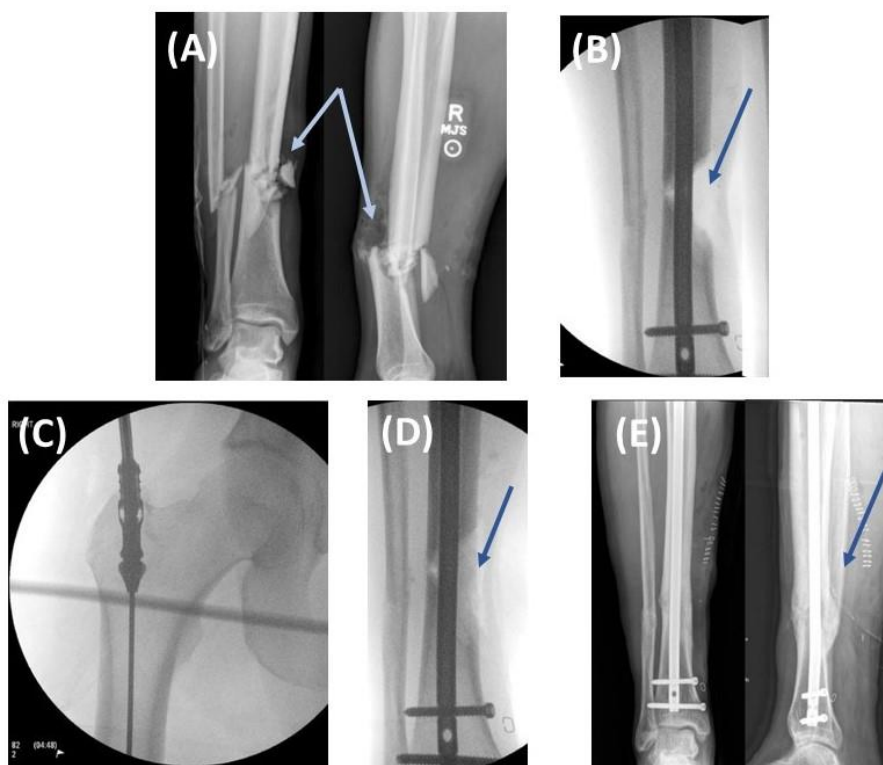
Utilización de un injerto óseo autólogo para rellenar un defecto tibial tras producirse falta de unión ósea resultante de un mecanismo de fijación ósea (A) Radiografías anteroposterior y lateral de la tibia derecha de un varón de 30 años tras un accidente de moto señalado con flechas azules. (B) Imagen intraoperativa de la falta de unión ósea tras la utilización de un mecanismo de fijación interna indicado nuevamente con una flecha azul. (C) Imagen intraoperativa de la obtención de injerto óseo autólogo. (D) Imagen intraoperativa del relleno del defecto con injerto óseo autólogo. Con la flecha azul se muestra el defecto óseo de gran tamaño rellenado con injerto óseo autólogo (E) Radiografías anteroposterior y lateral de la tibia derecha tras 1 año de la intervención, mostrándose con la flecha la formación del callo óseo. Adaptado de [58].
